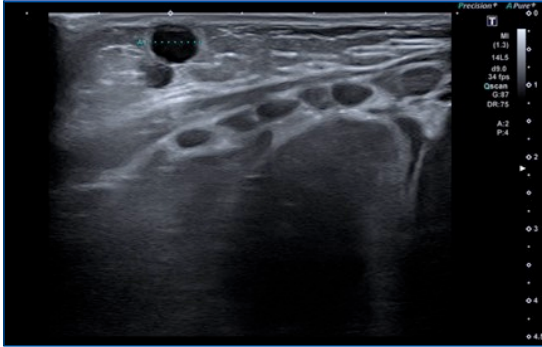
Ecografía: quiste mamario izquierdo de 7 mm, anecoico, que protruye sobre superficie cutánea, sin aumento de la vascularización periférica
